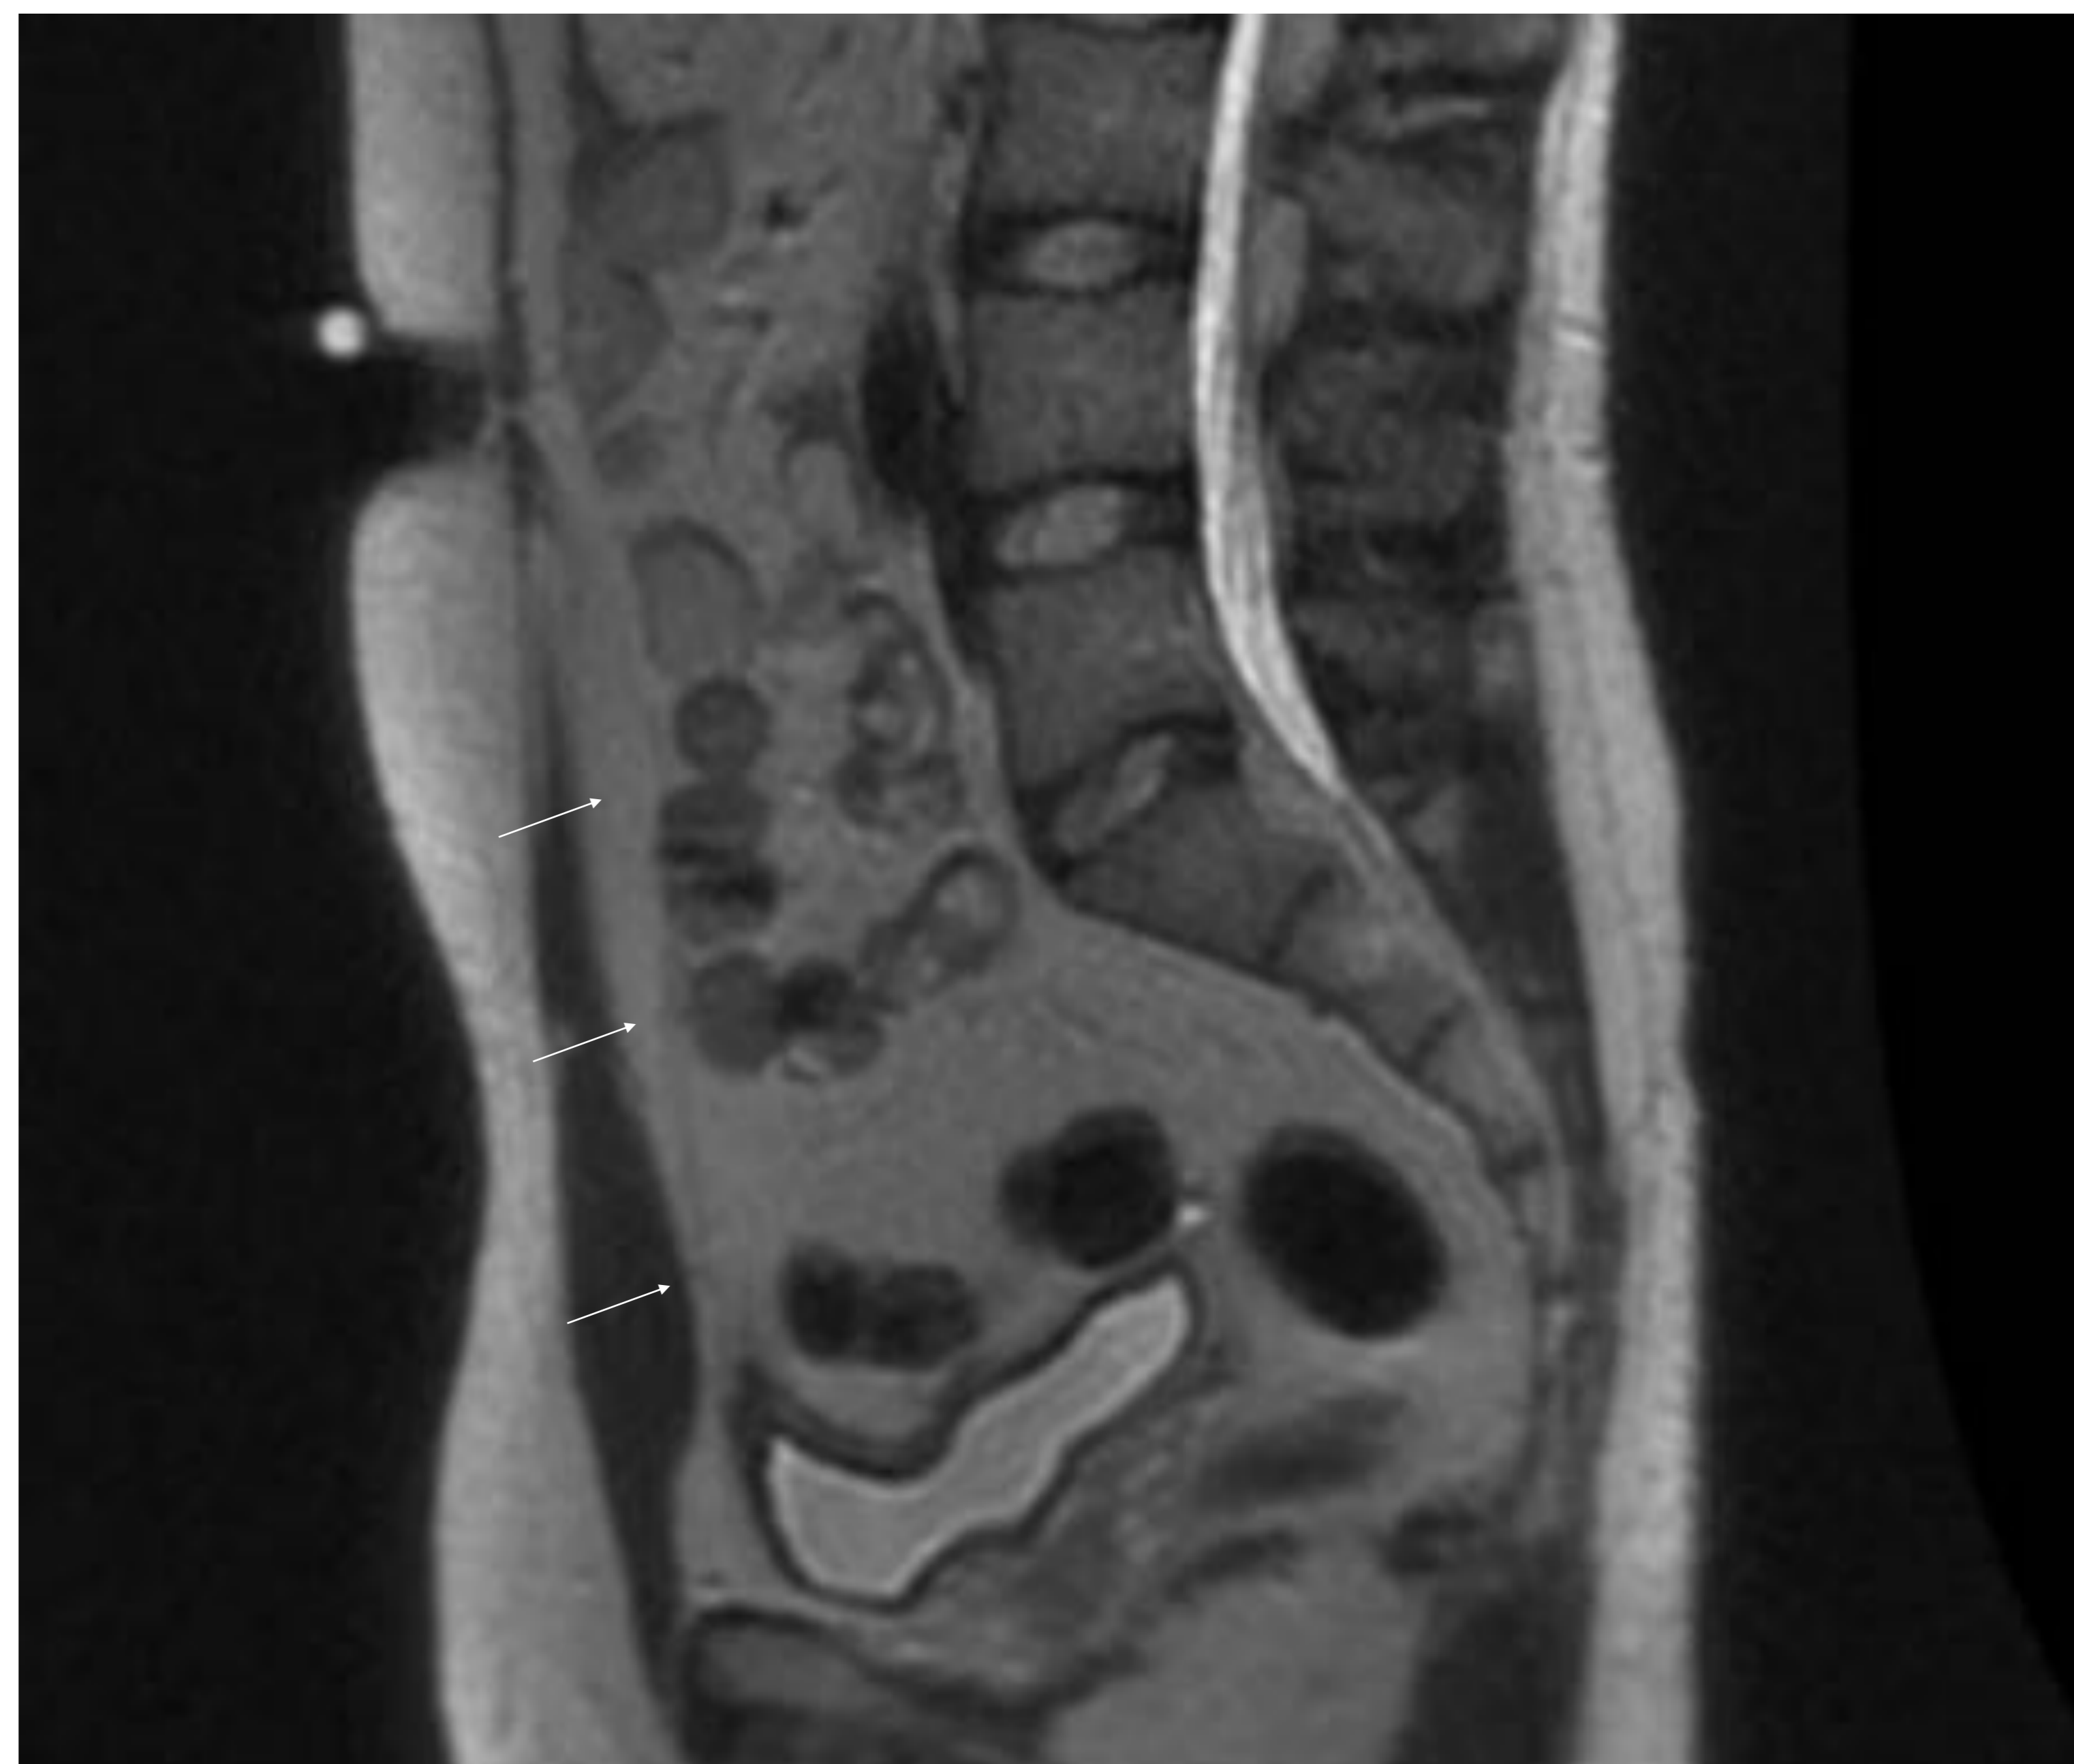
RM pélvica, secuencia potenciada en T2 en el plano sagital, línea media: se identifica una línea fina que se extiende desde la vertiente anterosuperior de la pared vesical hasta el ombligo que corresponde con el remanente del uraco normal (flechas blancas).
